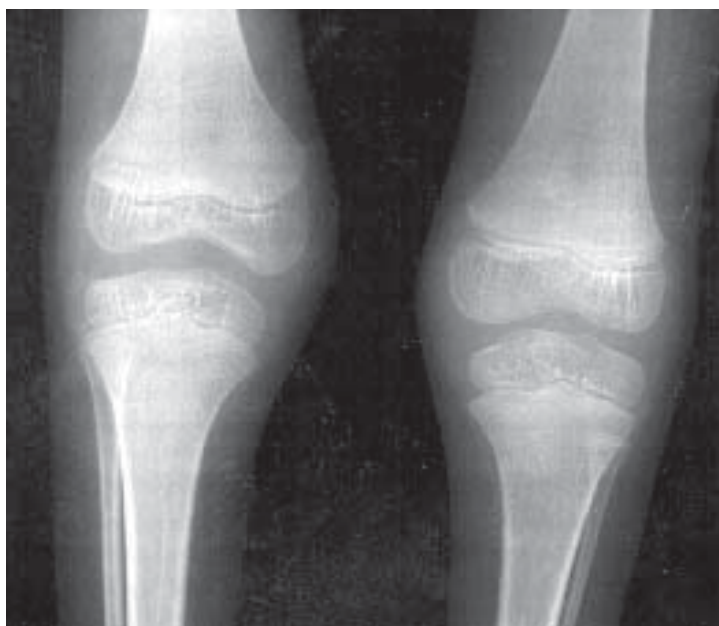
3. Osteoporoză cronică secundară unei anemii hemolitice, 12 ani. Radiografie comparativă de genunchi.
